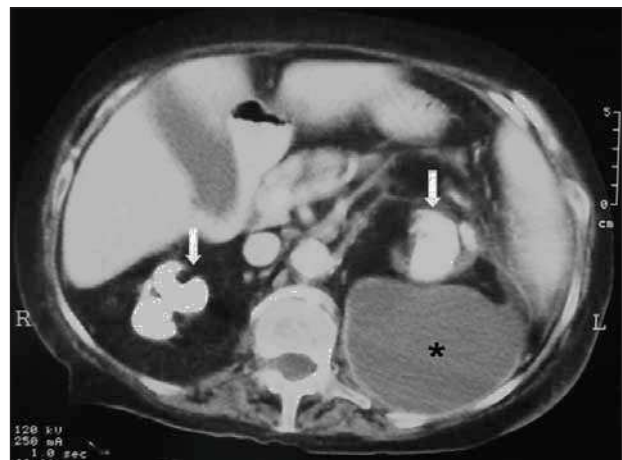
TAC abdominal: Bajo las flechas, cálculos coraliformes en ambos riñones. En el asterisco, gran absceso retroperitoneal izquierdo.
